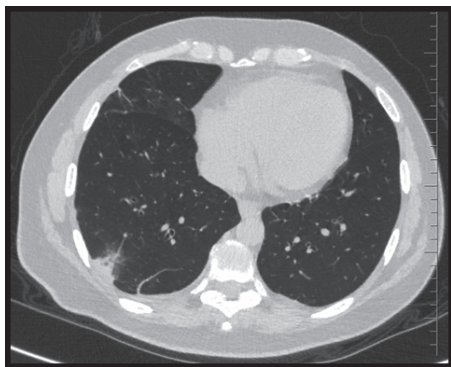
Компьютерная томография органов грудной клетки от 20.10.2020
